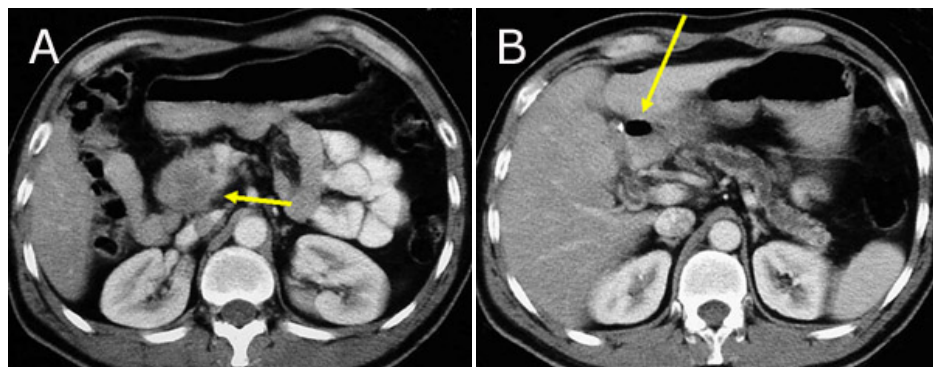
TAC de abdomen del mismo paciente anterior. A- Se observa una lesión hipodensa de 2,5 cm de diámetro que no agranda la cabeza del páncreas pero que si deforma el contorno posterior (flecha). Se usó medio de contraste intravenoso, lo que permite diferenciar el tumor del páncreas normal ya que el último se impregna en forma más intensa. B- El otro corte es más cefálico y muestra la dilatación del conducto de Wirsung en el cuerpo y la cola del páncreas. El CHC contiene gas de una ERCP realizada antes del TAC (flecha).
